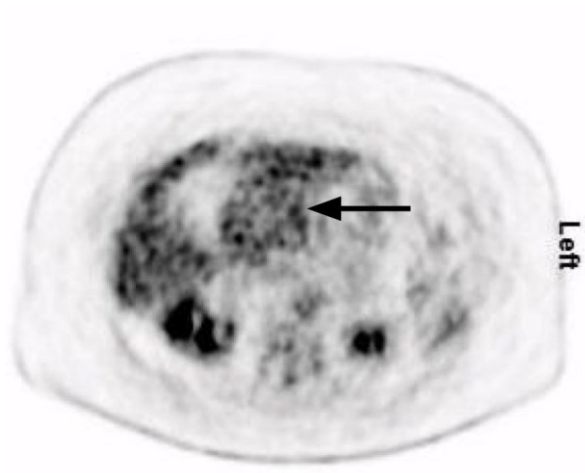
Mikrozystisches seröses Adenom im Corpus pancreatis im ¹⁸F-FDG PET ohne TOF
